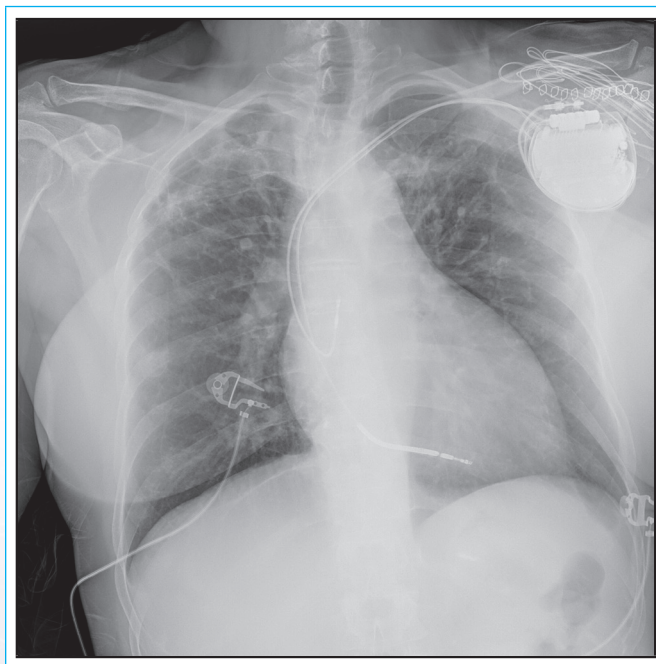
Radiografía de tórax de control tras el implante de desfibrilador.
